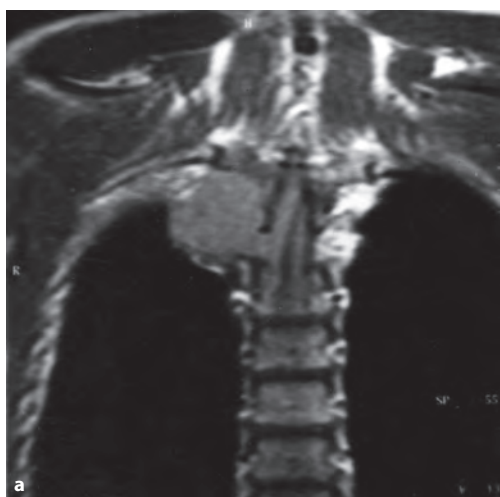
МРТ позвоночника. Невринома с интра-экстрадуральным типом роста. T1 ВИ в коронарной (а) и сагиттальной (б) плоскости; T1 ВИ в аксиальной плоскости с контрастированием (в) (увеличение зоны интереса).
